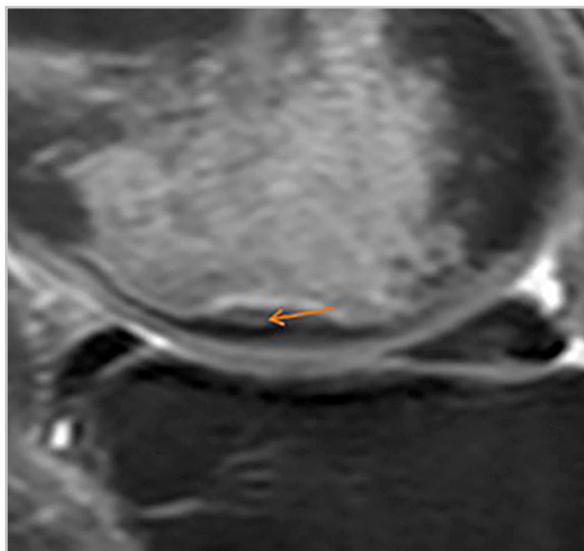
МР-томограмма. Зона вторичного остеонекроза в виде участка повышения сигнала на PD-FS-ВИ (указана стрелкой)
